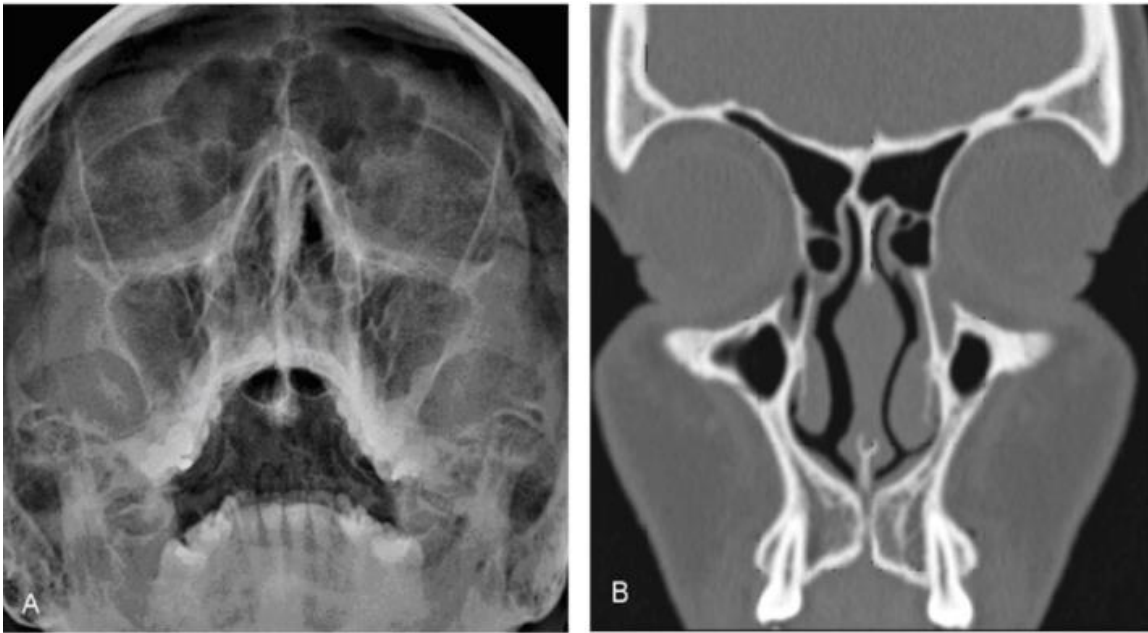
Comparação da informação anatômica fornecida pela radiografia simples, projeção de Blondeau (A) e reformatação coronal de TC (B). A sobreposição de estruturas na radiografia limita a interpretação dos achados. E apenas os elementos ósseos do SN são visualizados. Na imagem da TC (B) obtêm-se detalhes anatômicos sem sobreposição e com mais definição, avaliando a porção óssea e cartilaginosa do septo, assim como a relação com as estruturas adjacentes.(1)
